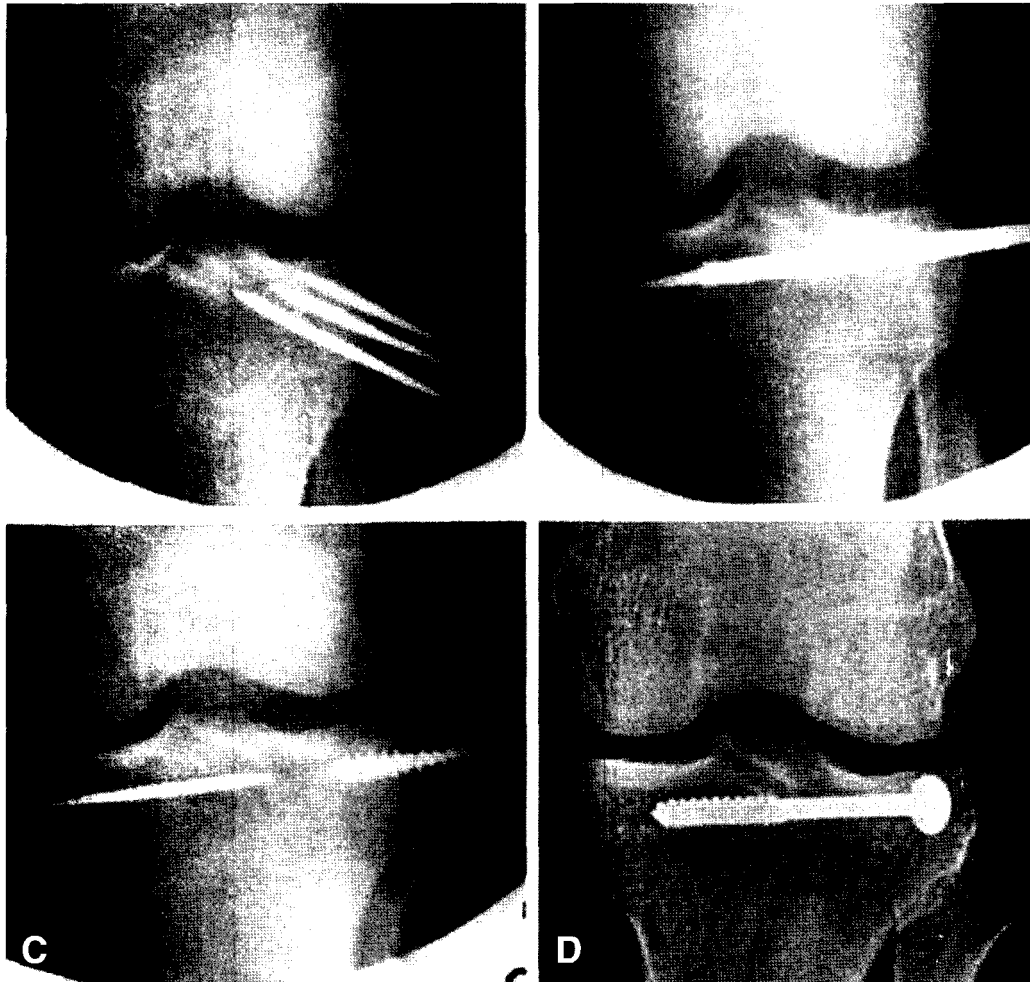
(A) Intraoperative fluoroscopic photograph shows reduction of fracture of plateau using 3 Steinmann pins. (B) Reaming is done with 6.5 mm cannulated reamer. (C) 6.5 mm cancellous screw with washer is fixed while guide pin (Steinmann pin) is removed to contralateral side. (D) Fracture of lateral tibial plateau was reduced on postoperative radiograph.
